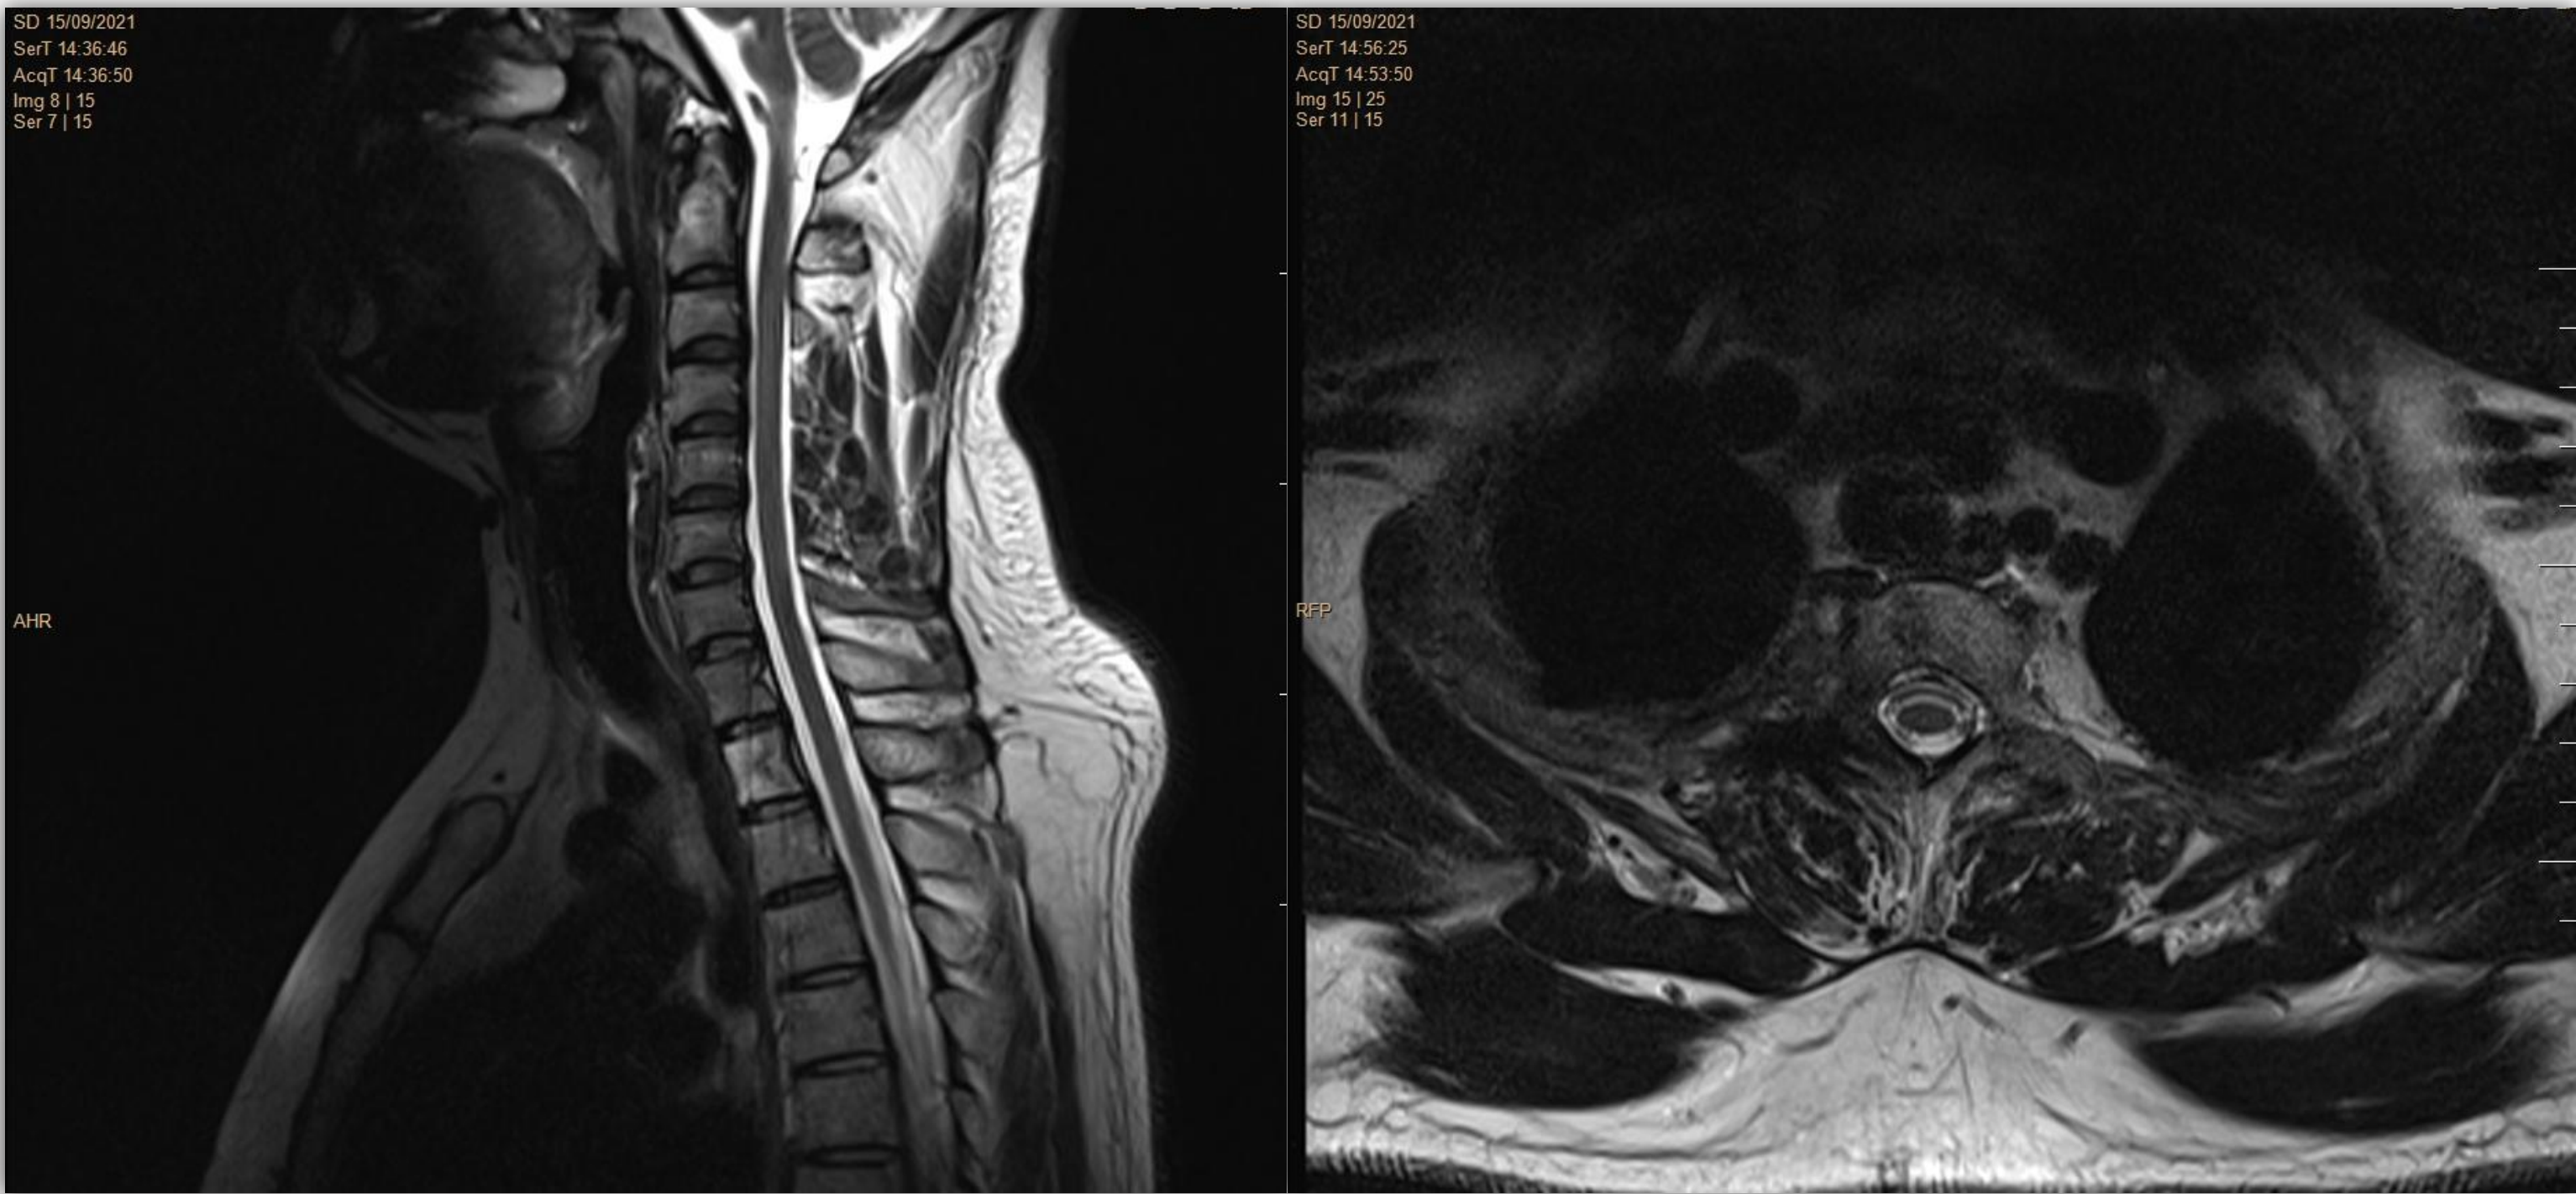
Cortes sagital y axial de RM en secuencia T2 al mes de tratamiento, con marcada mejoría.
